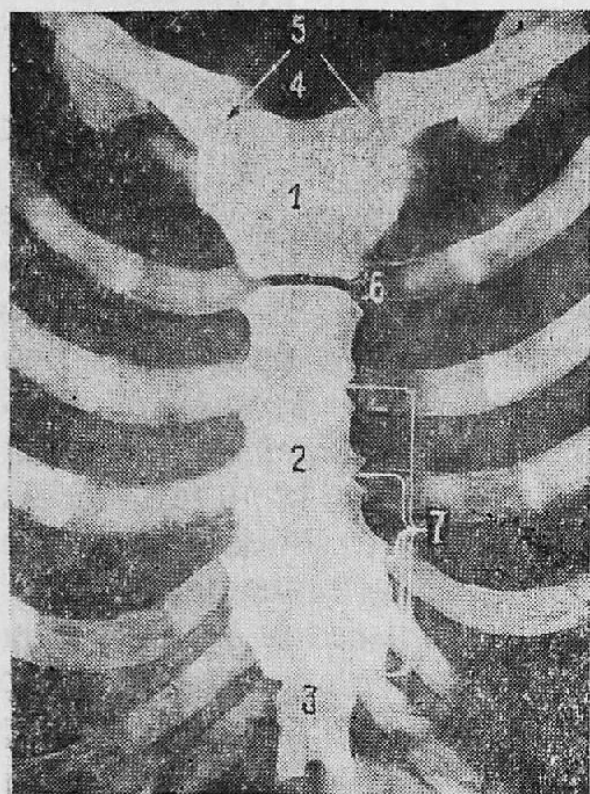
Передняя рентгенограмма грудины:
